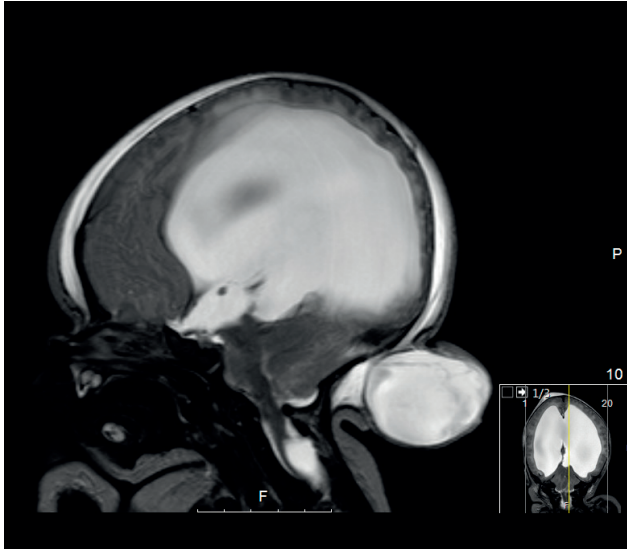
Ressonância magnética e neuro-eixo: encefalomeningocelo
